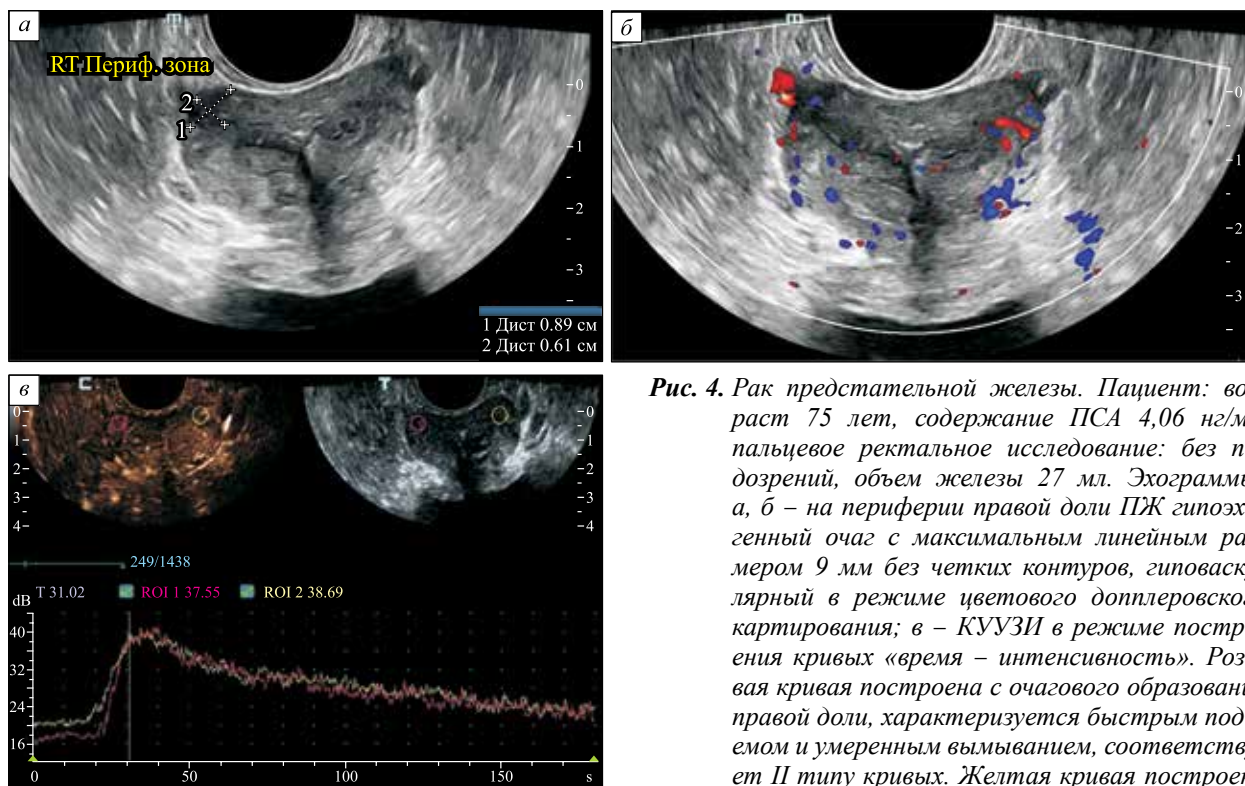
Рак предстательной железы. Пациент: возраст 75 лет, содержание ПСА 4,06 нг/мл, пальцевое ректальное исследование: без подозрений, объем железы 27 мл. Эхограммы: а, б – на периферии правой доли ПЖ гипоехогенный очаг с максимальным линейным размером 9 мм без четких контуров, гиповаскулярный в режиме цветового доплеровского картирования; в – КУУЗИ в режиме построения кривых «время – интенсивность». Розовая кривая построена с очагового образования правой доли, характеризуется быстрым подъемом и умеренным вымыванием, соответствует II типу кривых. Желтая кривая построена
